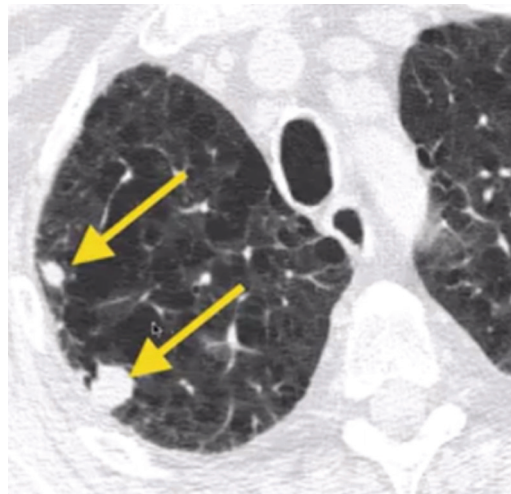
Categoria T3 - Tumores > 5 cm e < 7 cm; invadem a parede torácica, pericárdio parietal ou nervo frênico; ou a presença de um nódulo tumoral adicional no mesmo lobo pulmonar. Imagem de TC em expiração mostrando dois nódulos tumorais no lobo superior do pulmão direito.
